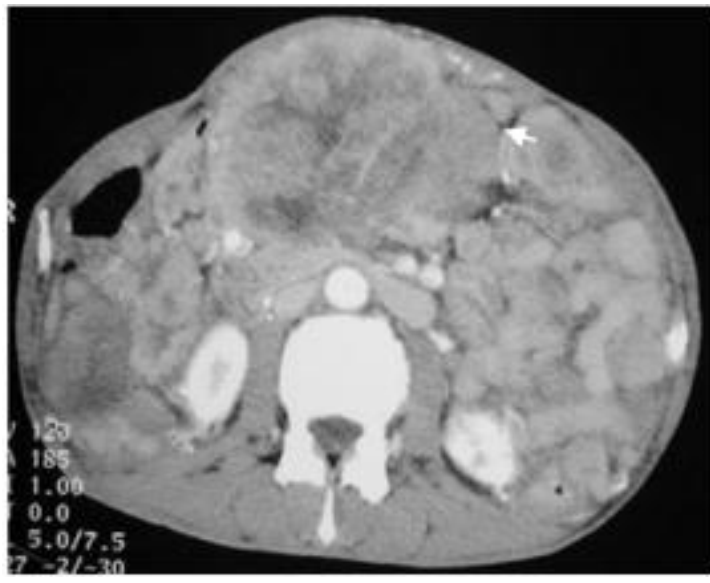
Tomodensitométrie (TDM) abdominale en coupe axiale mettant en évidence des nodules de carcinose péritonéale
